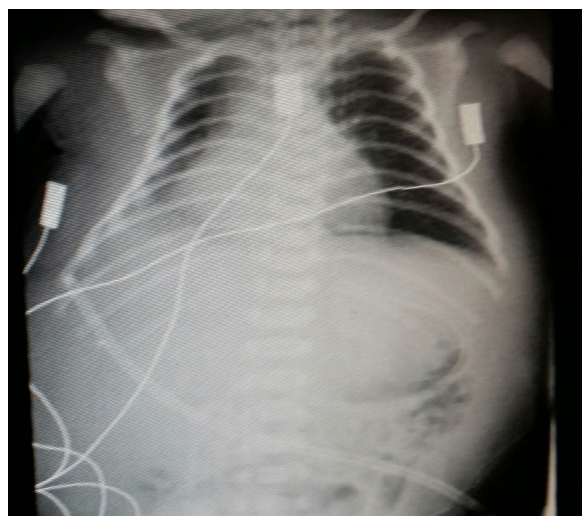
Radiografías de tórax-abdomen: desplazamiento de asas intestinales por líquido abdominal.
